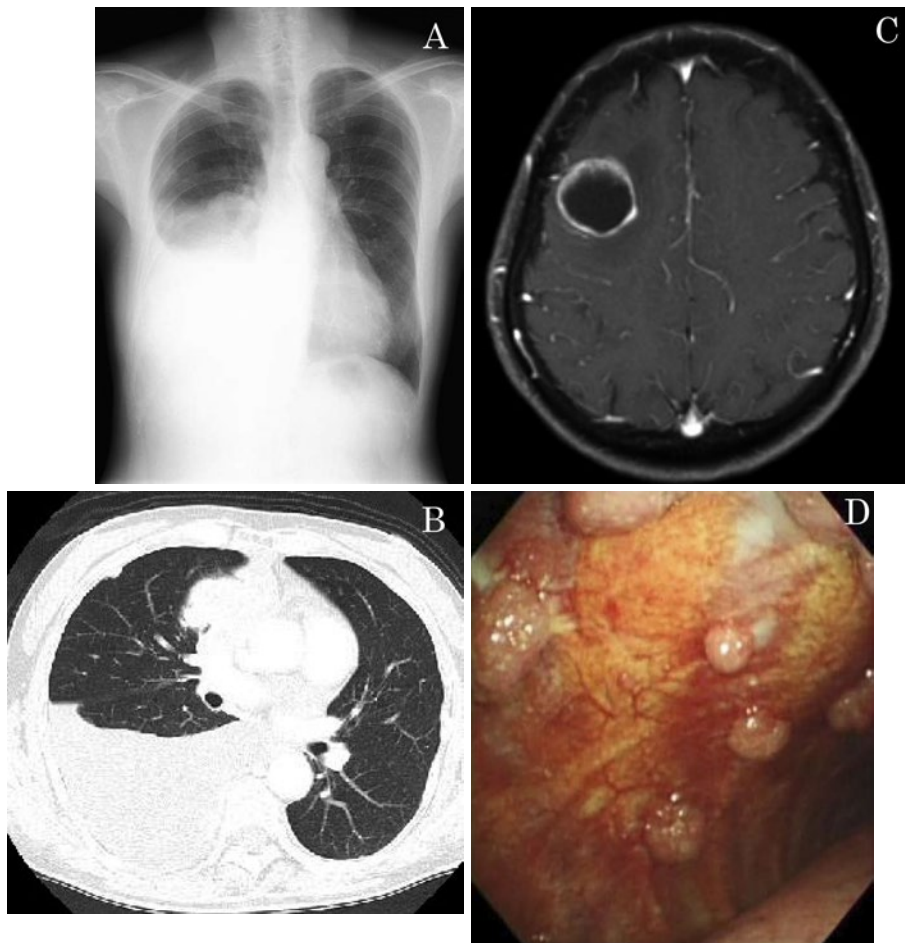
(A) Chest X-ray at the first medical examination. The right pleural effusion was observed. (B) Chest CT image at the first medical examination. The right pleural effusion and the lung tumor were observed. (C) Brain MRI. It showed a metastatic lesion in the right cerebral hemisphere. (D) Finding of thoracoscopy under local anesthesia. The pleural dissemination was observed.
